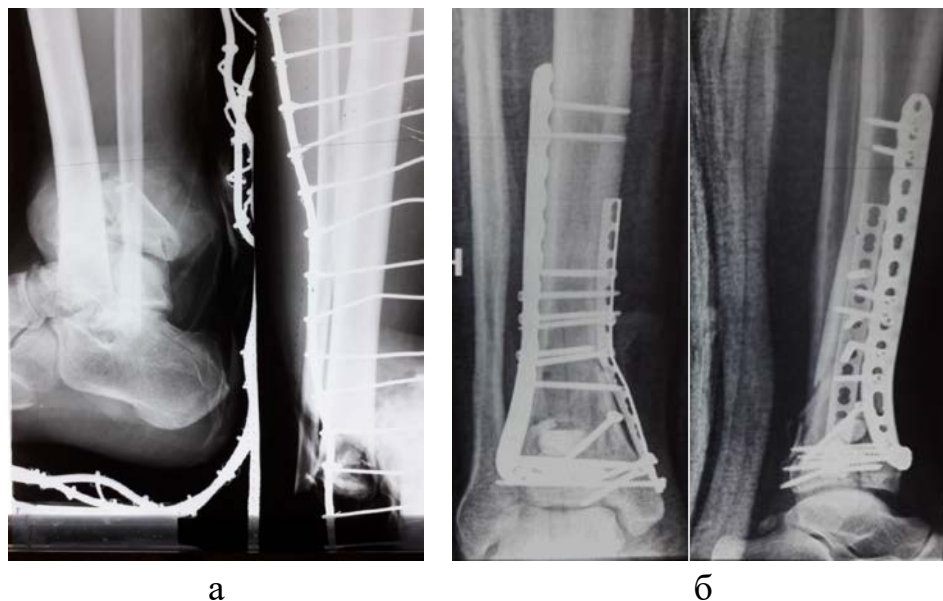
Рентгенограми хворого М. на момент госпіталізації (а) та після операції в прямій та бічній проекціях (б).
